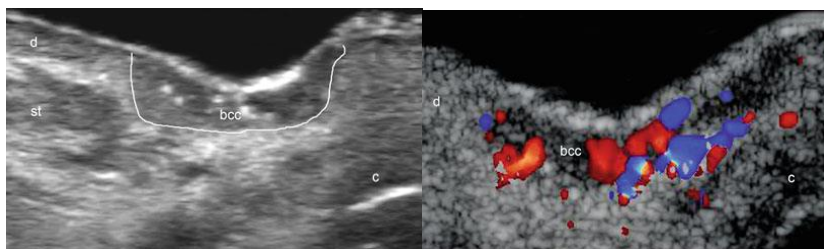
Aspects échographiques d'un CBC(122).
